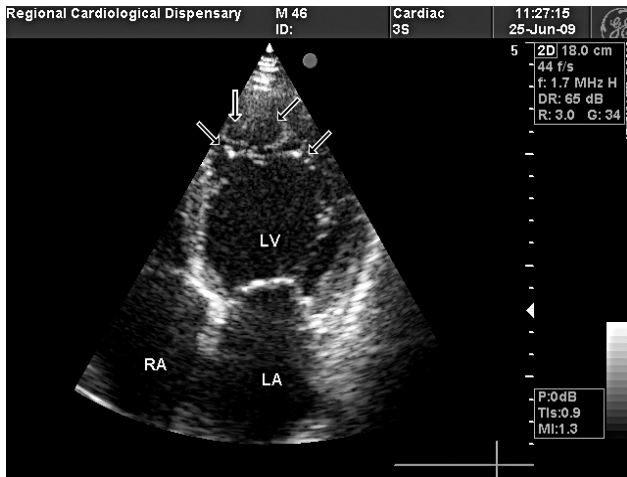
2-D эхокардиограмма пациента с НМЛЖ, демонстрирующая множественные трабекулы (стрелки) с глубокими межтрабекулярными пространствами в области апикальных сегментов левого желудочка.
